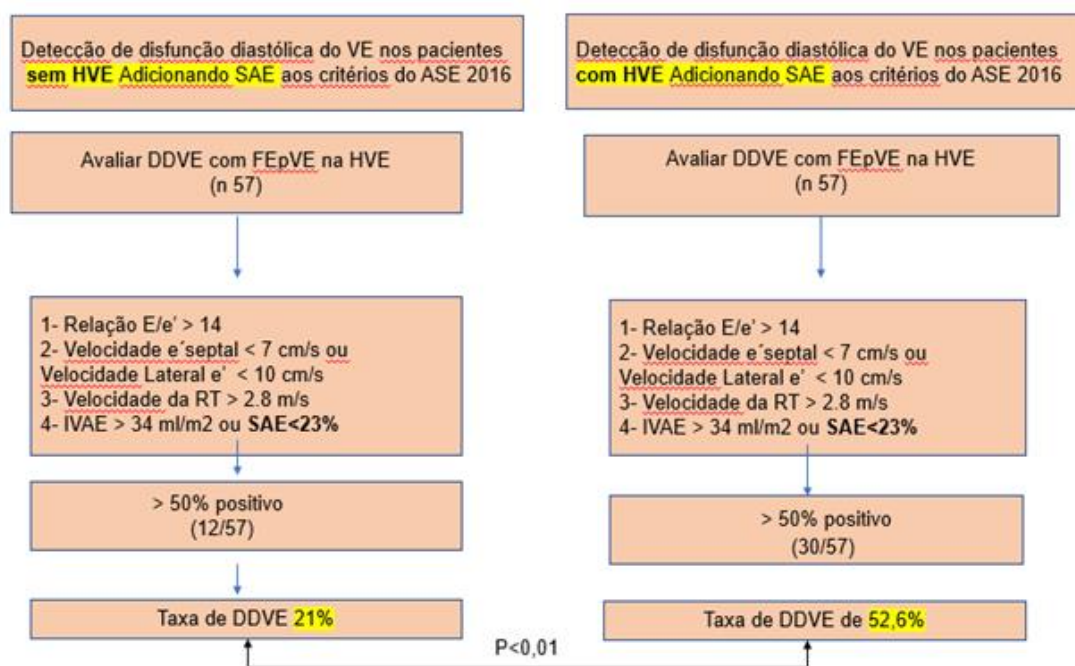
Diagnóstico da disfunção diastólica do ventrículo esquerdo adicionando o strain do átrio esquerdo aos critérios da Sociedade Americana de Ecocardiografia
